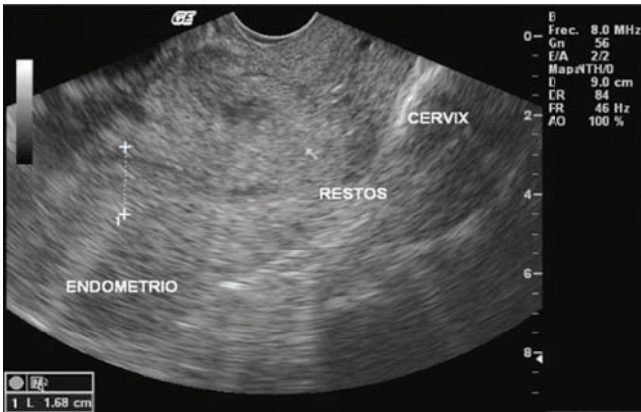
Ecografía trans-vaginal: donde se evidencia: Restos ovulares en cérvix, post expulsión espontánea del embrión obitado. Fuente: Fotografía tomada en consulta externa.
